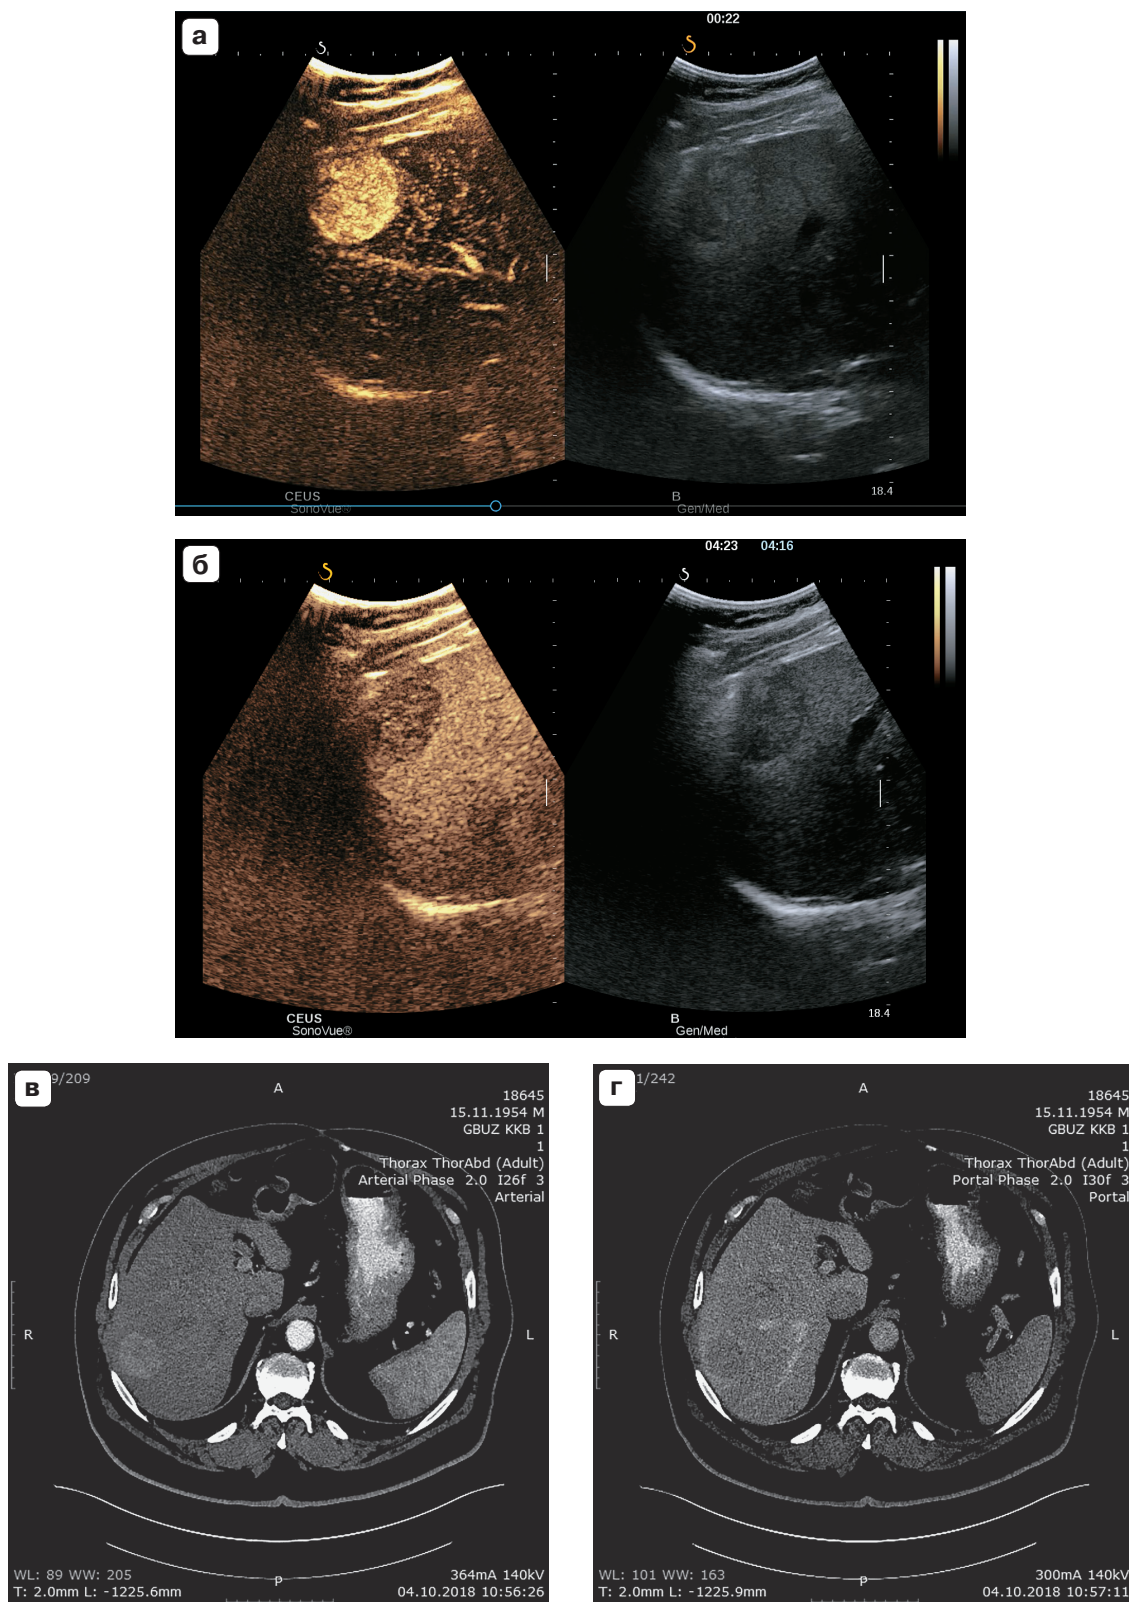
Пациент Ш., 58 лет (группа 1). Очаговое новообразование печени (S7) размером более 2 см. ГЦК G2. LR-5 при КУУЗИ (а, б) и КТ с внутривенным контрастированием (в, г). а – КУУЗИ, 22-я с исследования. Гиперконтрастирование в артериальную фазу. б – КУУЗИ, 263-я с исследования. Позднее и слабое вымывание. в – КТ с внутривенным контрастированием. Гиперконтрастирование в артериальную фазу. г – непериферическое “вымывание”.
